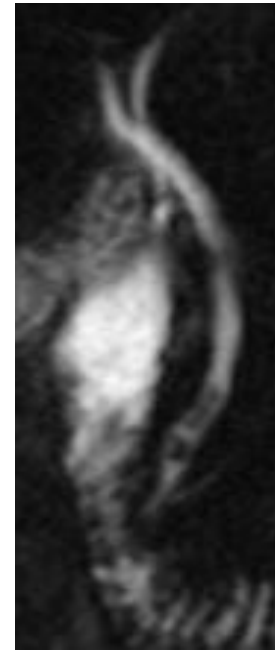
Colangiorresonancia magnética donde se visualiza el trayecto sin dilatación de los conductos hepático derecho e izquierdo, cístico, hepático común y colédoco hasta su desembocadura en la segunda porción del duodeno.
